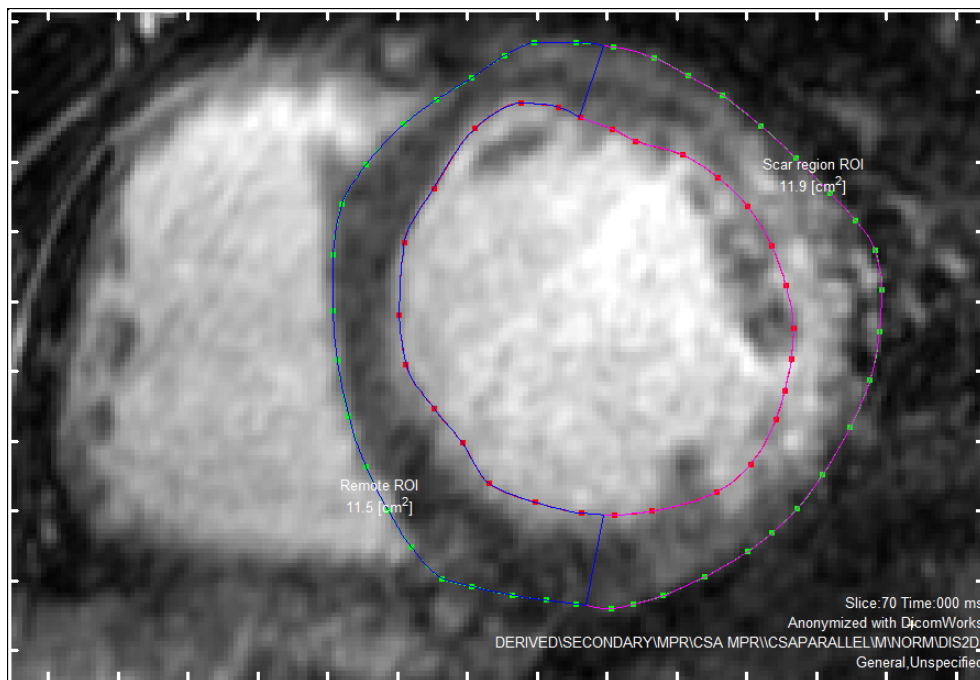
Corte70 de la DE-MRI en el que se han definido todos los contornos y ROIs necesarios para la segmentación de la escara en *Segment* mediante el algoritmo *SD from remote method*
